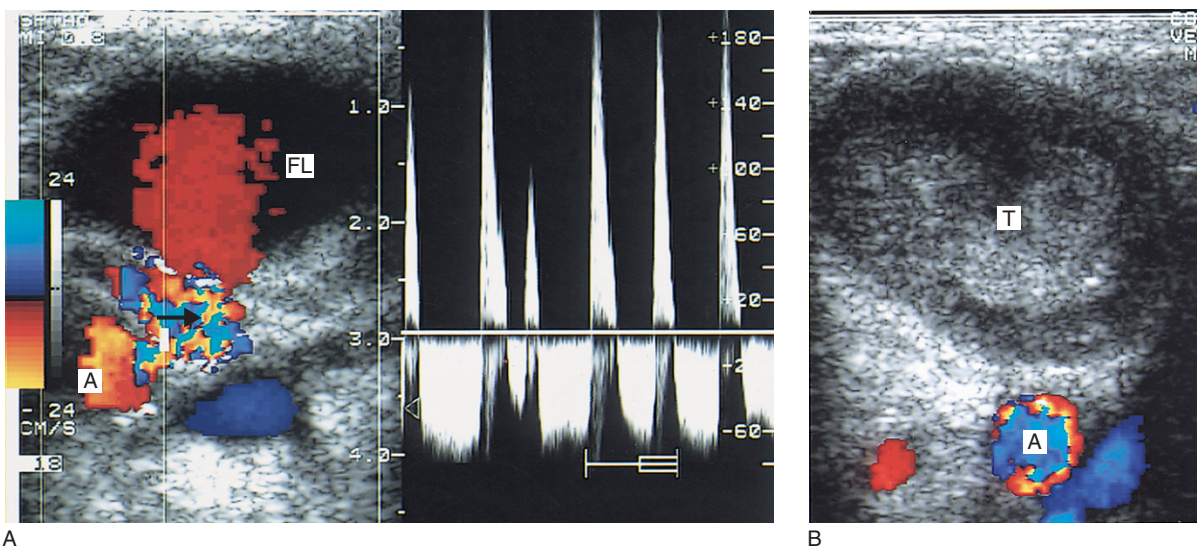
A: Querschnitt eines falschen Femoralaneurysmas und die entsprechende, aus dem kommunizierenden Jetstrom abgeleitete Spektraldopplerkurve. Der Pfeil zeigt auf den arteriellen Jetstrom zwischen der Femoralarterie (A) und dem falschen Lumen (FL). Mit dem arteriellen Jetstrom ist in diesem Beispiel eine deutliche perivaskuläre Gewebeschwungung assoziiert. B: Das falsche Aneurysma wurde mittels sonographisch gesteuerter Kompression erfolgreich thrombosierte (T).
